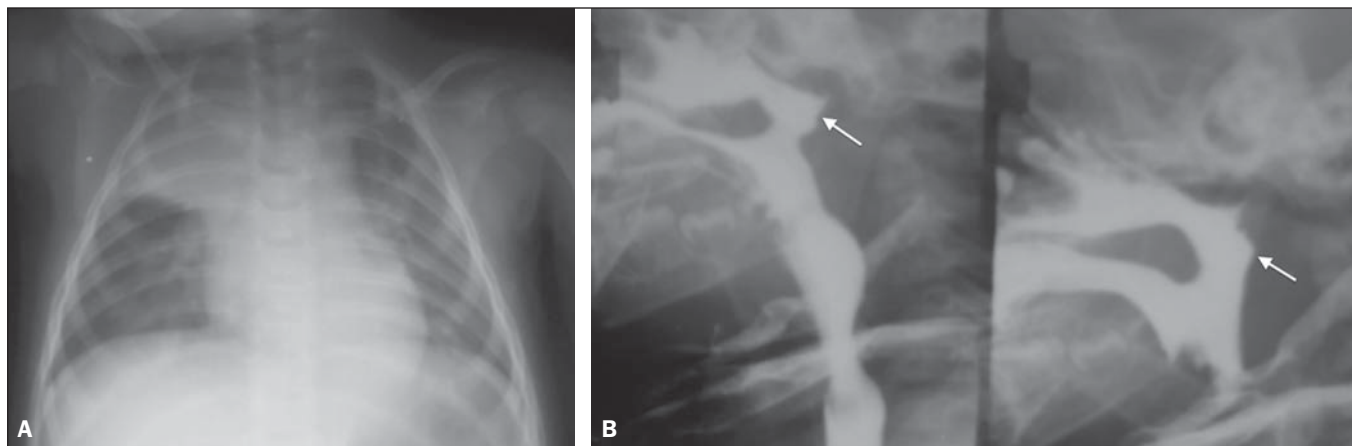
Recém-nascido com encefalopatia por anoxia perinatal apresentando sintomas respiratórios. A: Radiografia do tórax em anteroposterior mostrando opacidade no terço superior do pulmão direito, limitada pela cissura horizontal, caracterizando comprometimento do lobo superior direito. B: Deglutograma demonstrando passagem de contraste para a nasofaringe (setas), caracterizando incoordenação motora.
